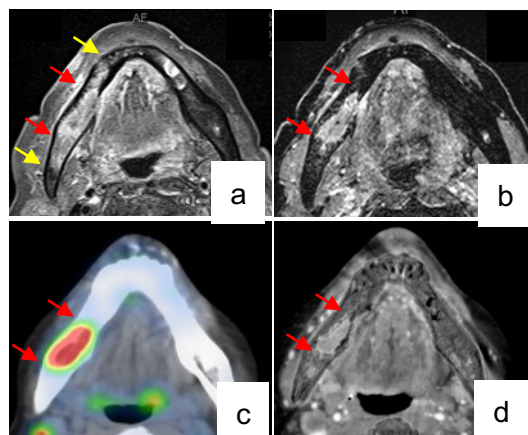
下顎歯肉癌症例における顎骨浸潤状況 a: MRI T2強調 b: 造影MRI c: FDG-PET d: 造影CT サブトラクション
